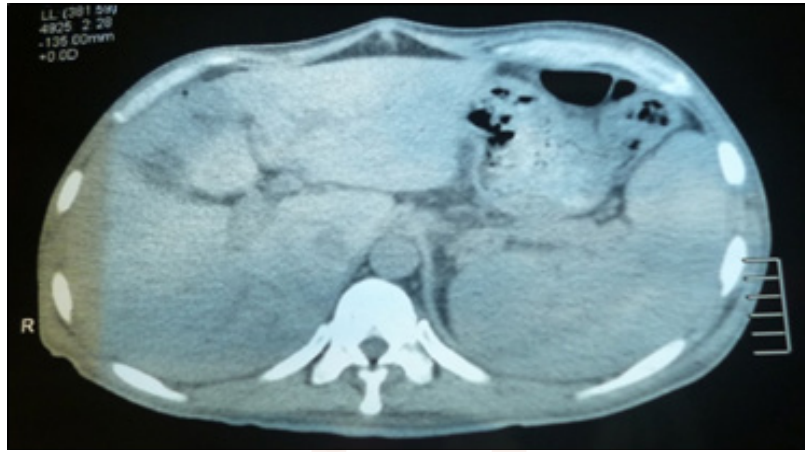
TC Abdominal, se observa hepatoesplenomegalia, no adenopatías retroperitoneales, ni mesentéricas
